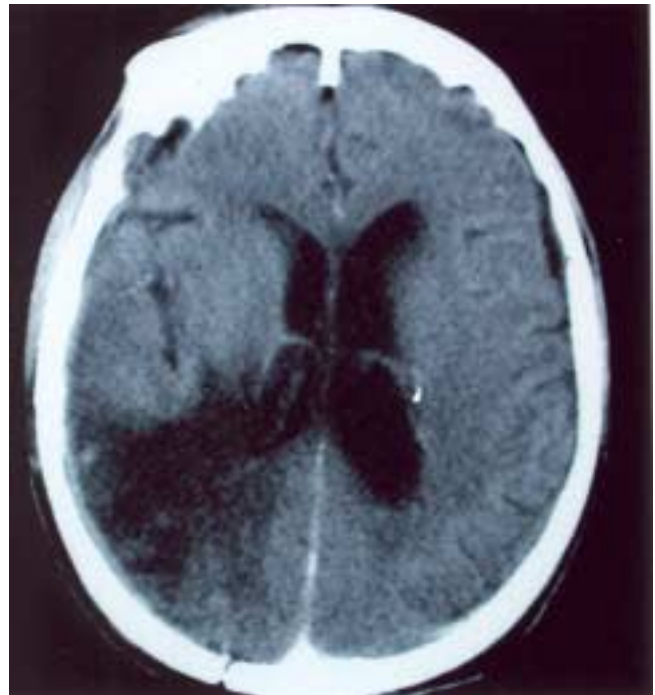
TC contrastada mostrada en la figura 1, a los 4 meses de finalizado el tratamiento con radioterapia y quimioterapia. La lesión ha desaparecido completamente.
